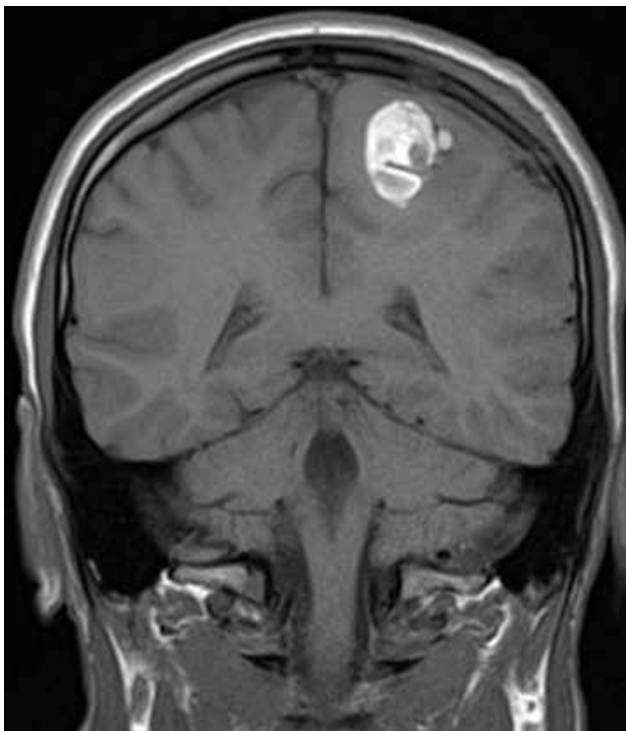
МРТ головного мозку (T1 33, коронарний зріз) після першої операції (спостереження №40, хворий Б-к, історія хвороби №877).
